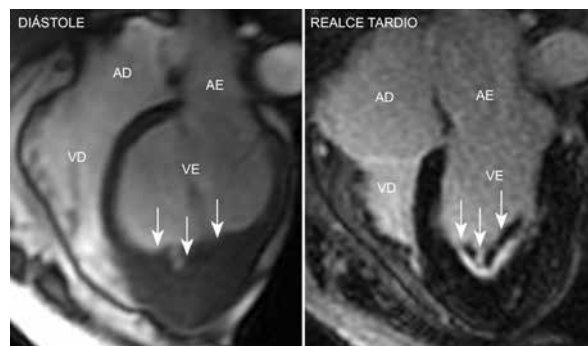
Exemplo de Endomiocardiofibrose. À esquerda imagem da cine-ressonância em diástole mostrando a obliteração apical do VE compatível com o diagnóstico de EMF. À direita imagem de realce tardio mostrando o sinal do “duplo V”. AD, átrio direito; VD, ventrículo direito; AE, átrio esquerdo; VE, ventrículo esquerdo; EMF, endomiocardiofibrose.
